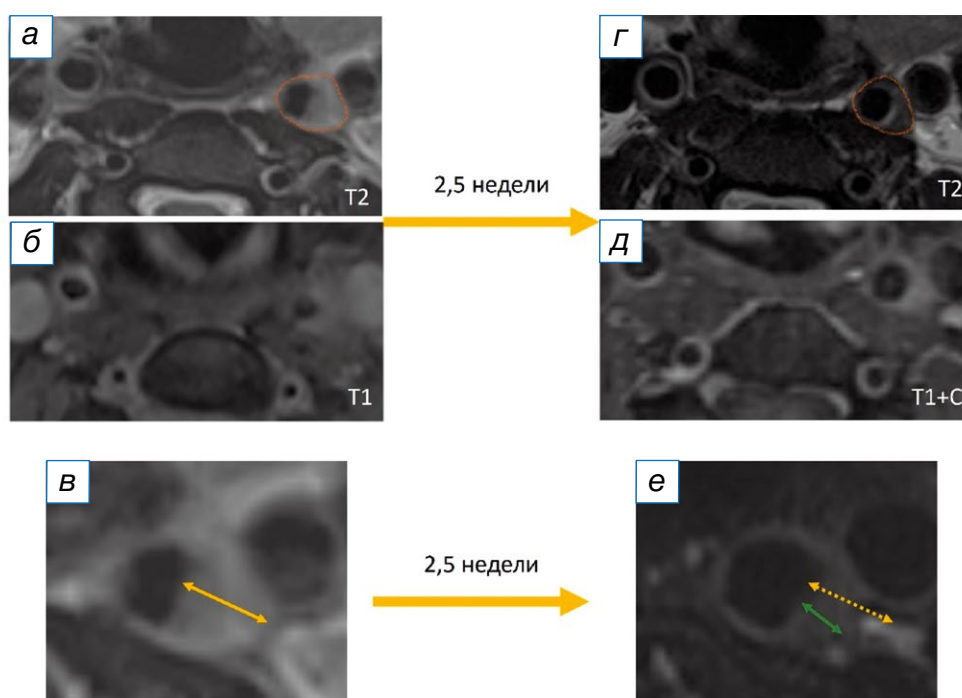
Магнитно-резонансные изображения шеи пациентки с TIPIIC-синдромом: в острый период (а, б) и контрольное исследование через 2,5 недели (г, д). Использование контрастного усиления при магнитно-резонансной томографии позволяет более чётко визуализировать зону периваскулярного воспаления (д) в сравнении с нативным исследованием (б). При динамическом исследовании отмечается уменьшение зоны периваскулярного инфильтрата, увеличение просвета артерии (в, е).
